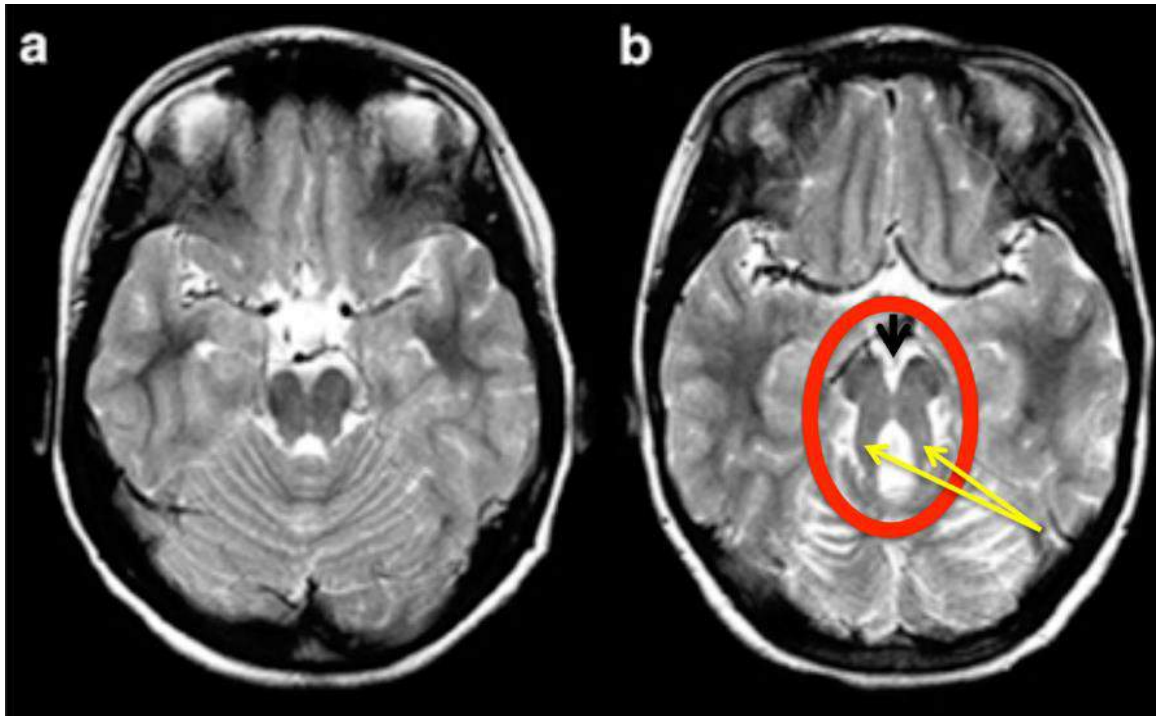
signe de la dent molaire sur IRM cérébrale . T2 axiale d'un individu normal (a) et un patient atteint du syndrome de Joubert (b). Notez le signe de la dent molaire (cercle rouge) , avec une fosse interpédonculaire profonde (flèche noire) et des pédoncules cérébelleux épais et horizontalisés
